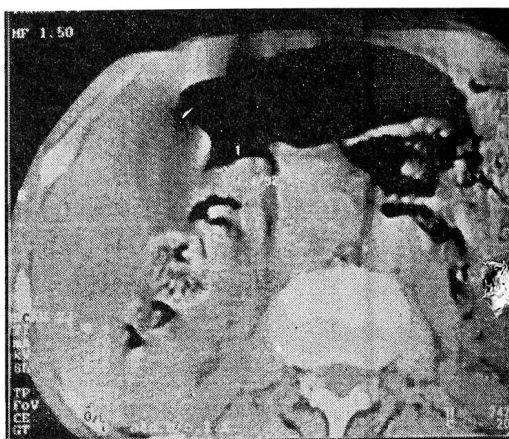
КТ желудка больной М., 70 лет. Небольшой эндофитный рак антрально-препилорического отдела желудка. Определяется утолщение стенки этого отдела желудка до 1,4 см с довольно ровными контурами.
